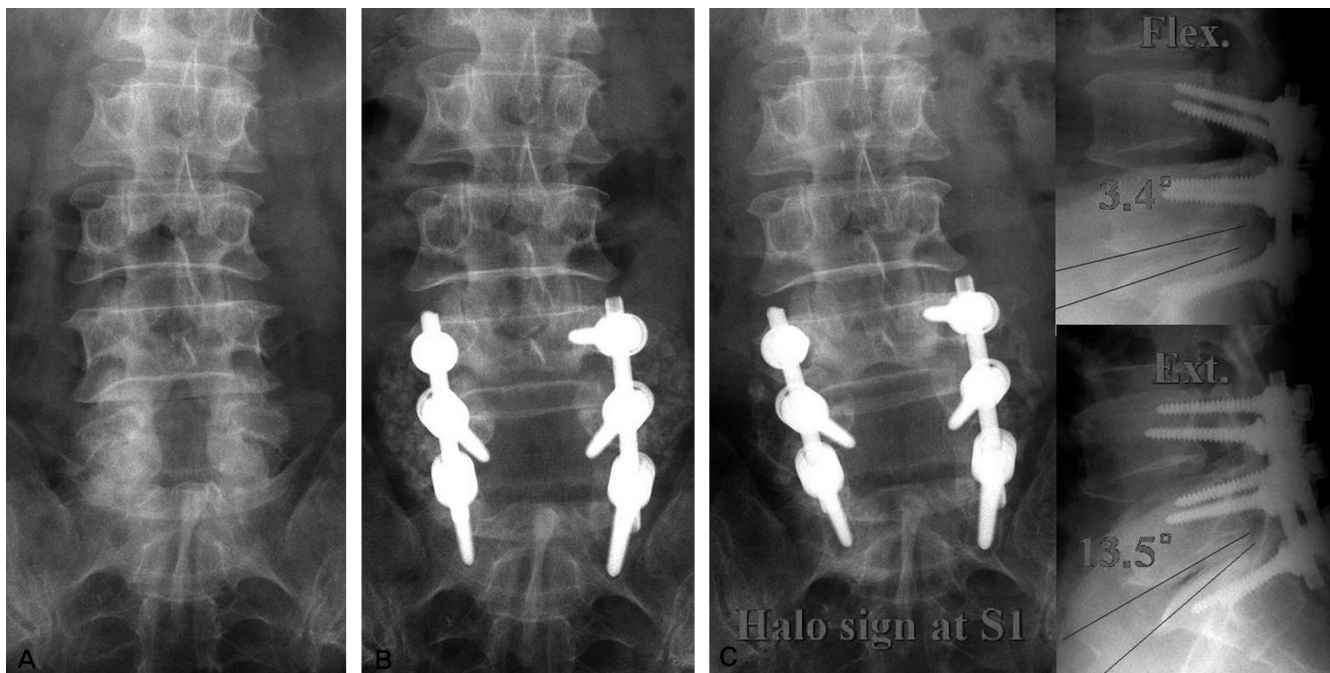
(A) A 53 year-old man had postsurgical stenosis L5-S1 after total laminectomy L5. (B) Immediate postoperative radiographs showed insufficient graft bone at the lumbo-sacral junction. (C) At 3 year after surgery, plain radiographs showed thin, small fusion mass bilaterally and radiolucent zone around S1 screw.
